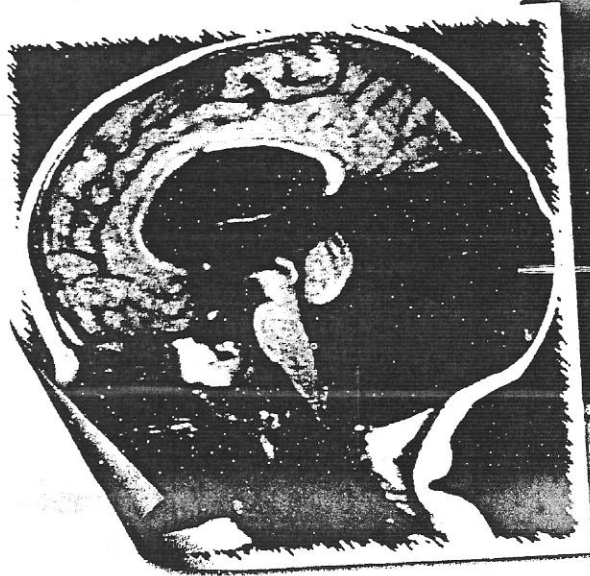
Chisturi hidatice secundare (multiple) – IRM cerebral.
